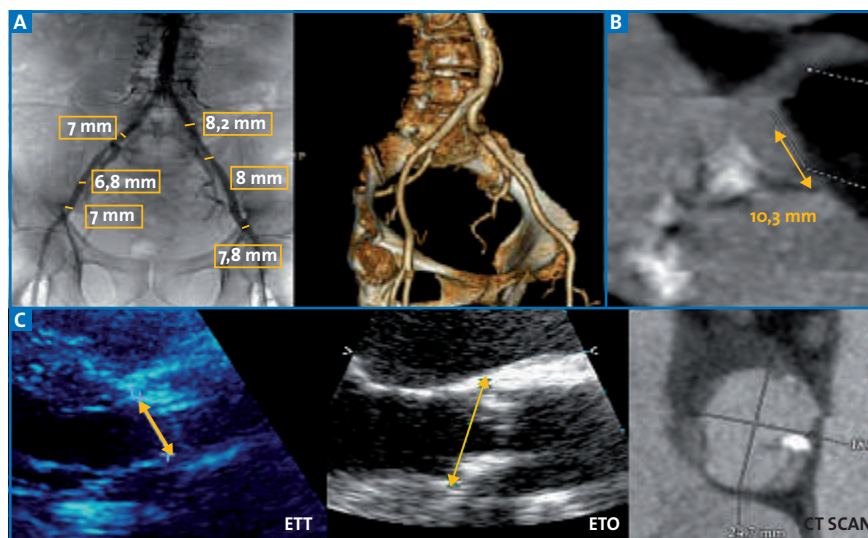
A: Axes ilio-fémoraux (angiographie et scanner). B: Distance anneau-TC par TDM. C: Mesure de l'anneau aortique par échographie transthoracique (ETT), transœsophagienne (ETO), ou par scanner (TDM).
